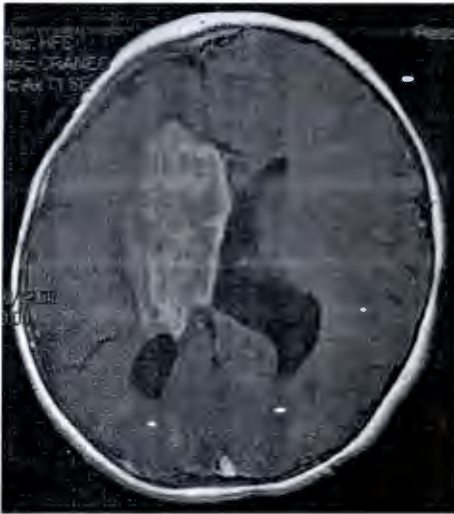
(Caso 5) RMN corte axial T1 contrastado se observa lesión nodular subependimaria en la vecindad del agujero de Monro con un diámetro de 55 mm en un plano axial, con reforzamiento intenso tras la administración de gadolinio. Asimetría hemisférica, con menor volumen del hemisferio derecho.
